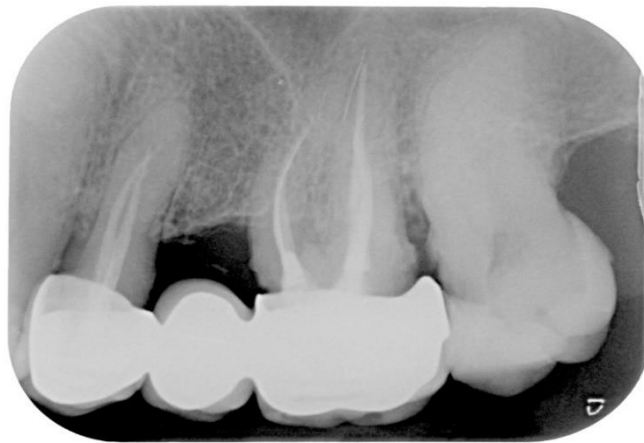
radiographie pré-opératoire d'une deuxième molaire maxillaire gauche.
